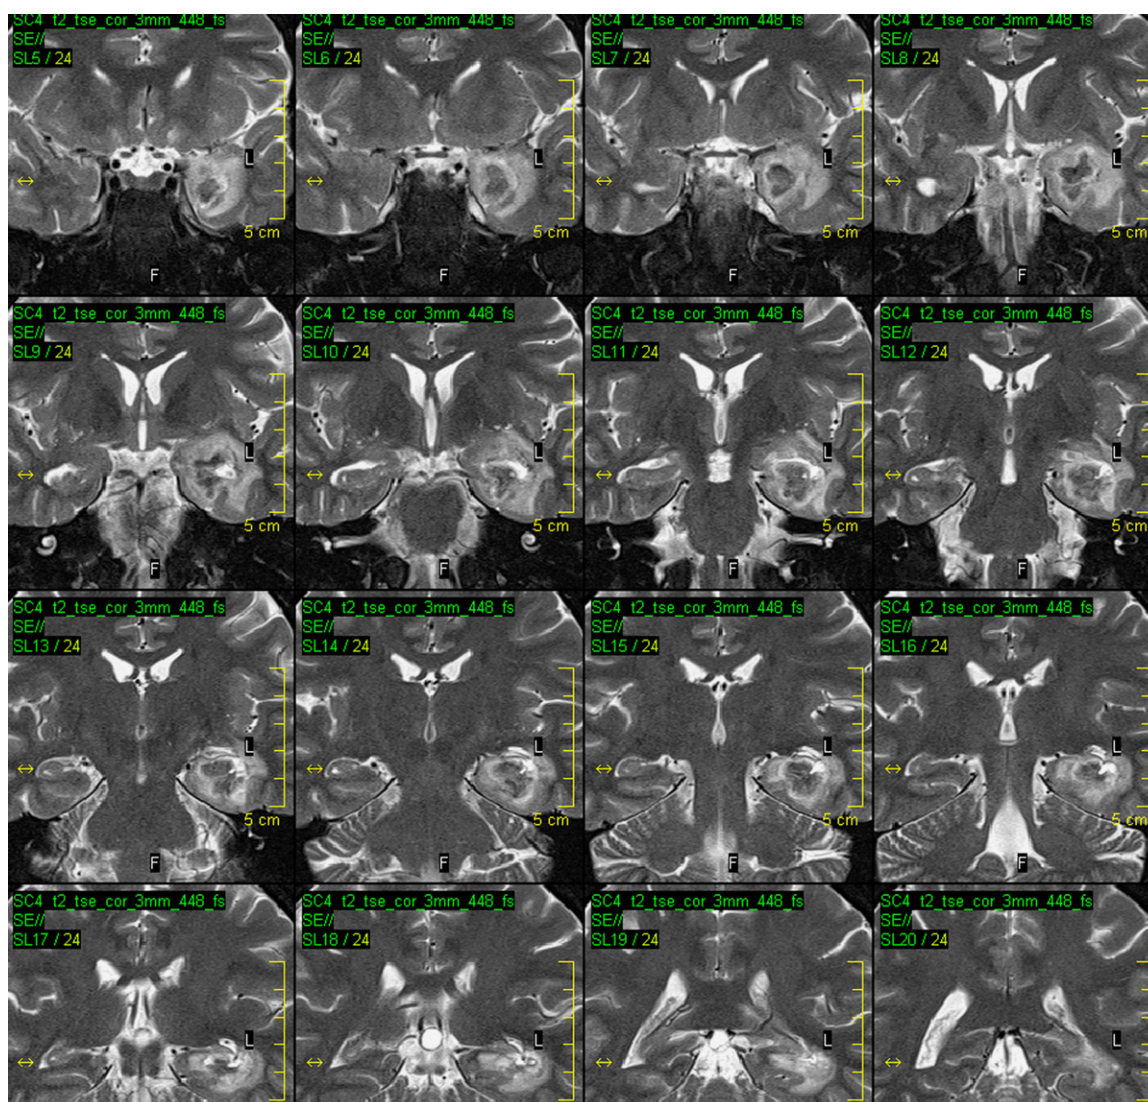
Acute MRI changes of the fresh termocoagulation lesion after SAHE in the temporal lobe (TSE T2 coronal view).
